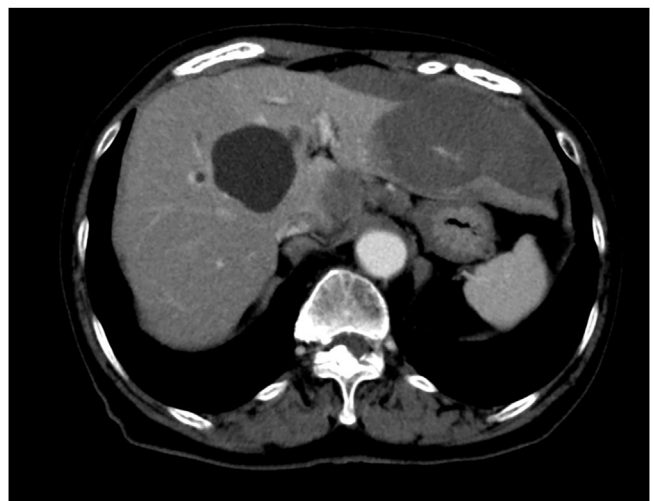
A tomografia computadorizada abdominal mostrou ruptura das metástases hepáticas.
